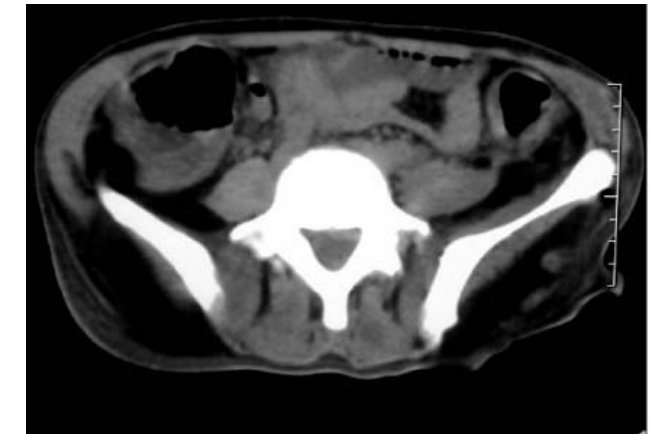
Corte de la TC abdominal al mismo nivel que el de la figura 2 posterior a retirar dren de cavidad retroperitoneal. También se observa resolución de absceso de glúteo izquierdo.
